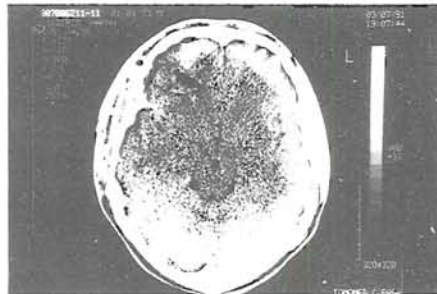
Postoperatively CT scan. It was also clean of its previous findings.
